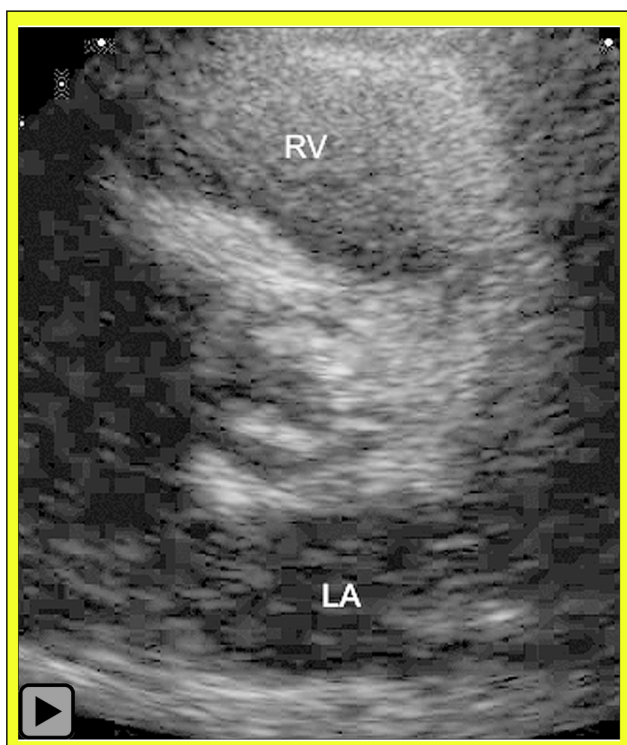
Echokardiographie der parasternalen kurzen Achse: Stenosierte bikuspidale Klappe (RV: rechter Ventrikel; LA: linker Vorhof, dazwischen die Aorta mit Aortenklappen mit fischmaulartiger Öffnung).
